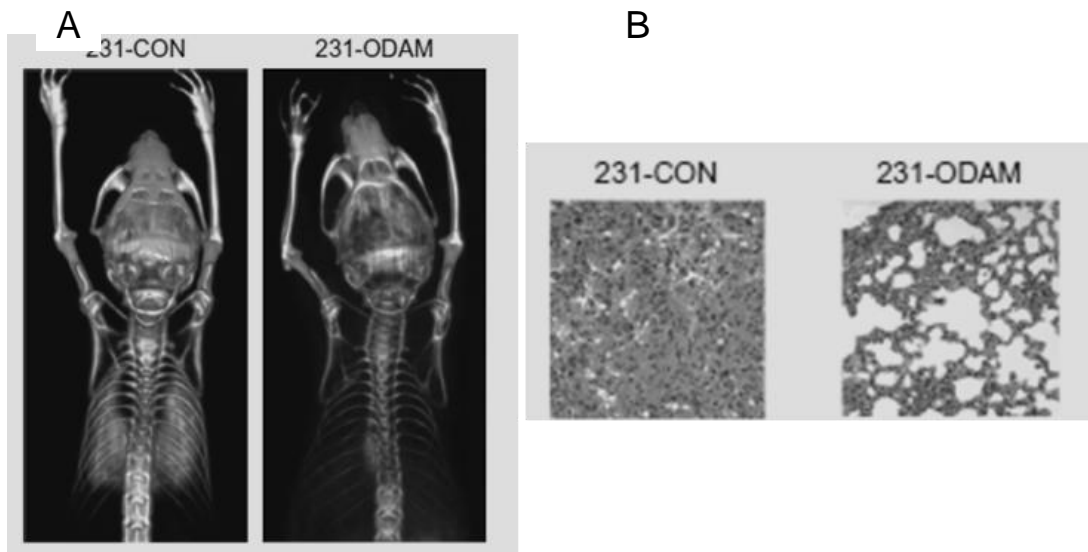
La expresión de ODAM suprime el desarrollo de metástasis de pulmón en ratones. (A) Imagen dorsal generada mediante PET (tomografía por emisión de positrones) de la acumulación de  $^{18}\text{F}$ FLT (fluorotimidina F 18) en pulmones de ratones después de 31 días de la inoculación intravenosa de  $8 \times 10^5$  células de MDA-MB-231 tranfectadas con ODAM (231-ODAM) y con  $8 \times 10^5$  células control (231-CON). (B) Tinción con hematoxilina y eosina representativa del tejido de pulmón de los ratones tranfectados con ODAM (231-ODAM) y de los ratones control sin la transfección (231-CON). Tomado de Kestler y col., 2011.
